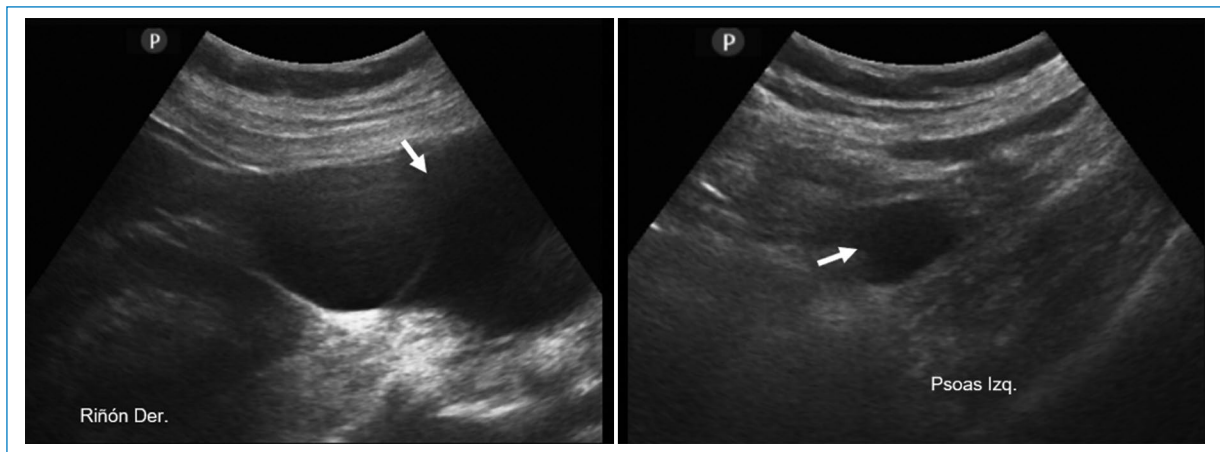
Ecografía abdominal modo B. Se evidencian dos imágenes quísticas (flechas blancas), una del lado derecho en relación con el riñón y otra en el lado izquierdo en contacto con el músculo psoas.
